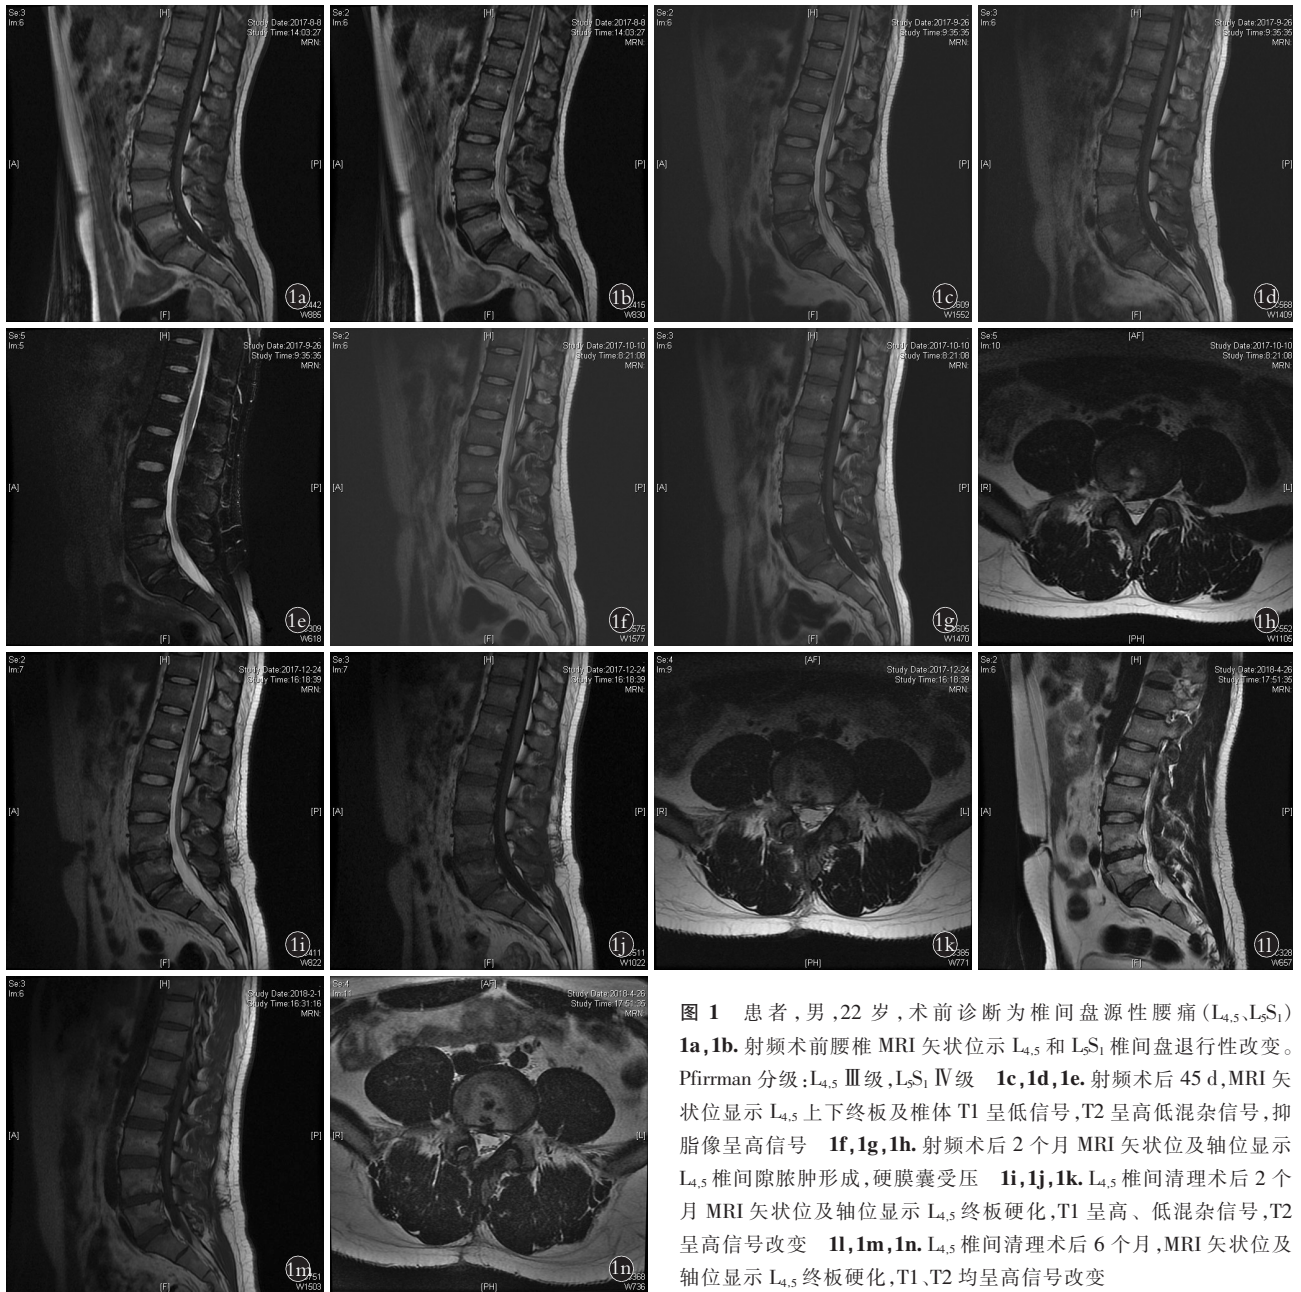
患者,男,22 岁,术前诊断为椎间盘源性腰痛(L_{4,5}、L₅S₁) 1a,1b. 射频术前腰椎 MRI 矢状位示 L_{4,5} 和 L₅S₁ 椎间盘退行性改变。Pfirman 分级:L_{4,5} Ⅲ级,L₅S₁ Ⅳ级 1c,1d,1e. 射频术后 45 d,MRI 矢状位显示 L_{4,5} 上下终板及椎体 T1 呈低信号,T2 呈高低混杂信号,抑脂像呈高信号 1f,1g,1h. 射频术后 2 个月 MRI 矢状位及轴位显示 L_{4,5} 椎间隙脓肿形成,硬膜囊受压 1i,1j,1k. L_{4,5} 椎间清理术后 2 个月 MRI 矢状位及轴位显示 L_{4,5} 终板硬化,T1 呈高、低混杂信号,T2 呈高信号改变 1l,1m,1n. L_{4,5} 椎间清理术后 6 个月,MRI 矢状位及轴位显示 L_{4,5} 终板硬化,T1、T2 均呈高信号改变
